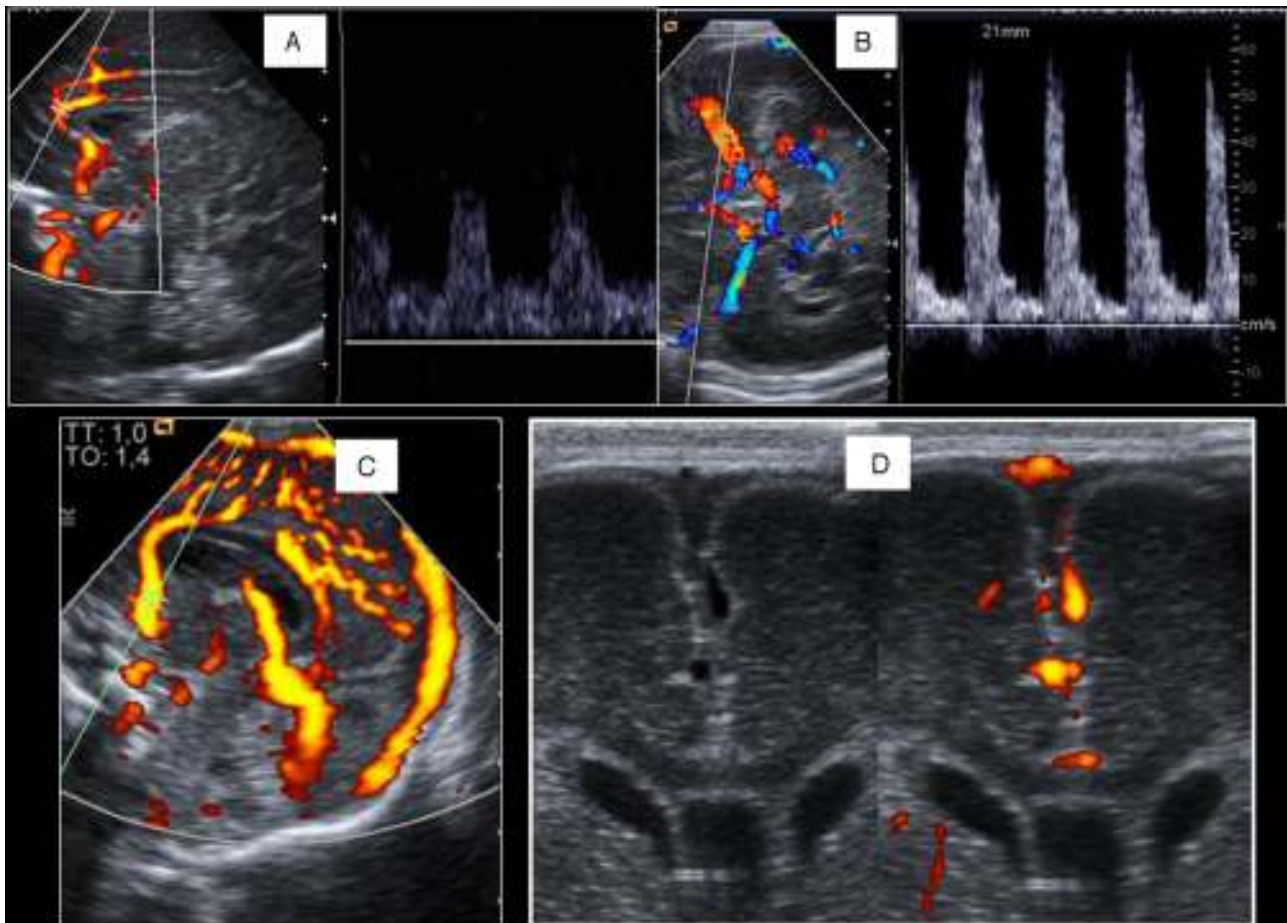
Estudio Doppler cerebral. A) Línea media con la arteria cerebral anterior y curva en un recién nacido a término normal. B) Polígono de Willis. Curva normal de la arteria cerebral media de un prematuro con índices de resistencia altos. C) Power Doppler. Senos venosos principales en el plano sagital. D) Seno sagital superior en modo B y Doppler con sonda lineal.
